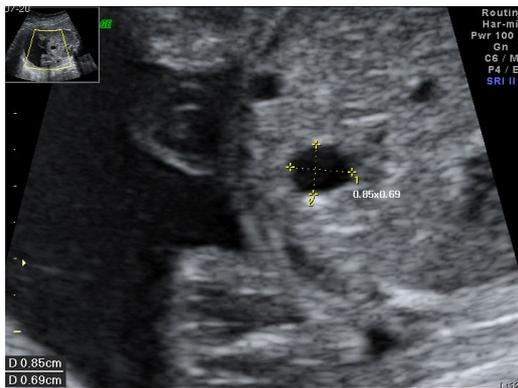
Prenatal ultrasonogram showing cystic lesion (0.9 x 0.7 cm) in the stomach.
